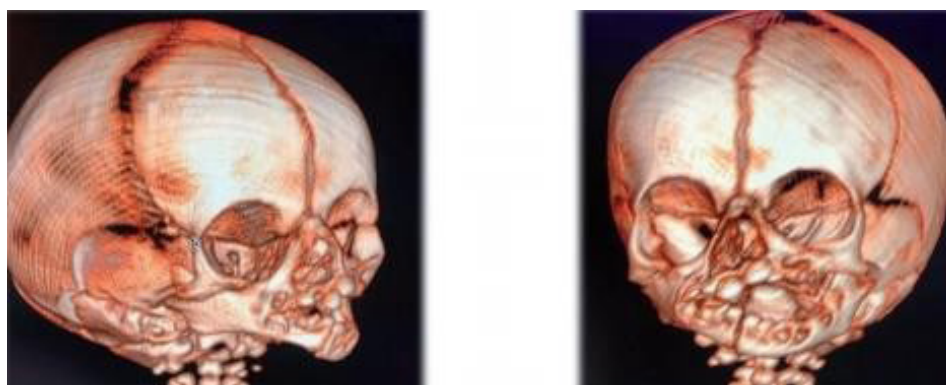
Reconstrução tridimensional via tomografia computadorizada, de crânio de pacientes com SPP
